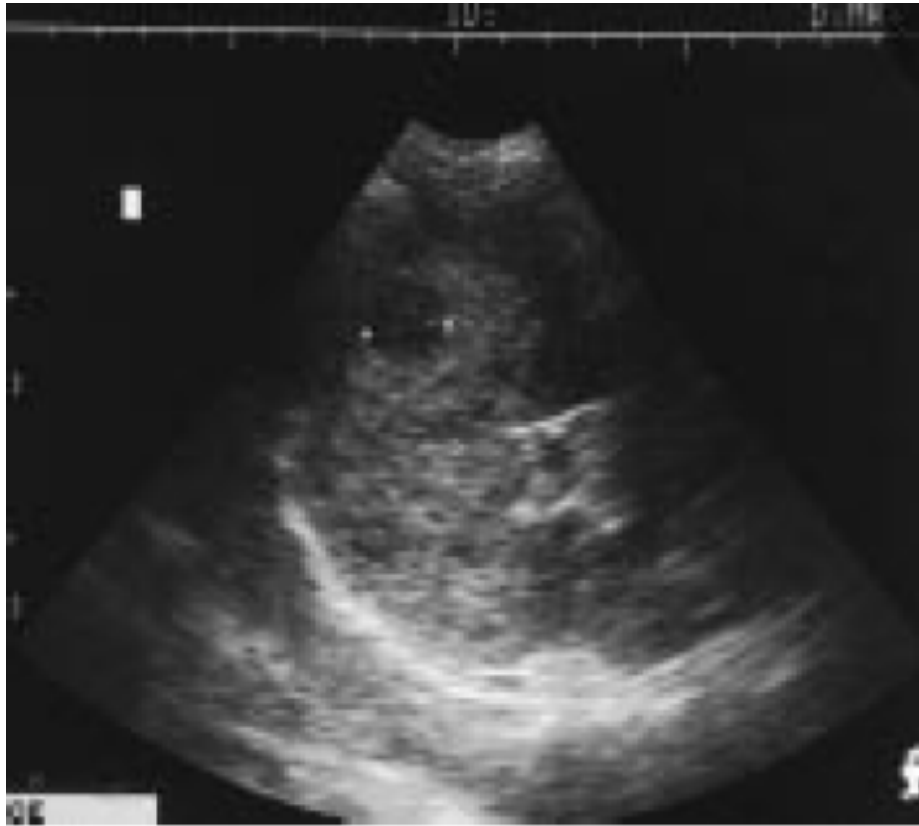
Échographie montrant une rate hétérogène avec macronodule hypoéchogène de 18 mm de diamètre : tuberculome [17]
